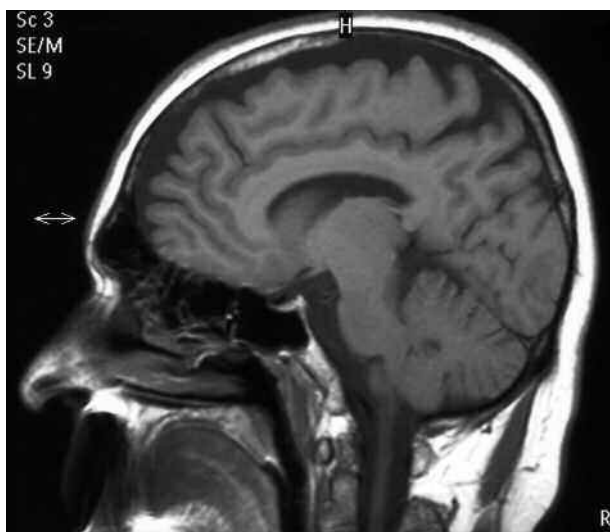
Resonancia nuclear magnética con gadolinio en la que se descartan masas intracraneales y trombosis de los senos craneales.
